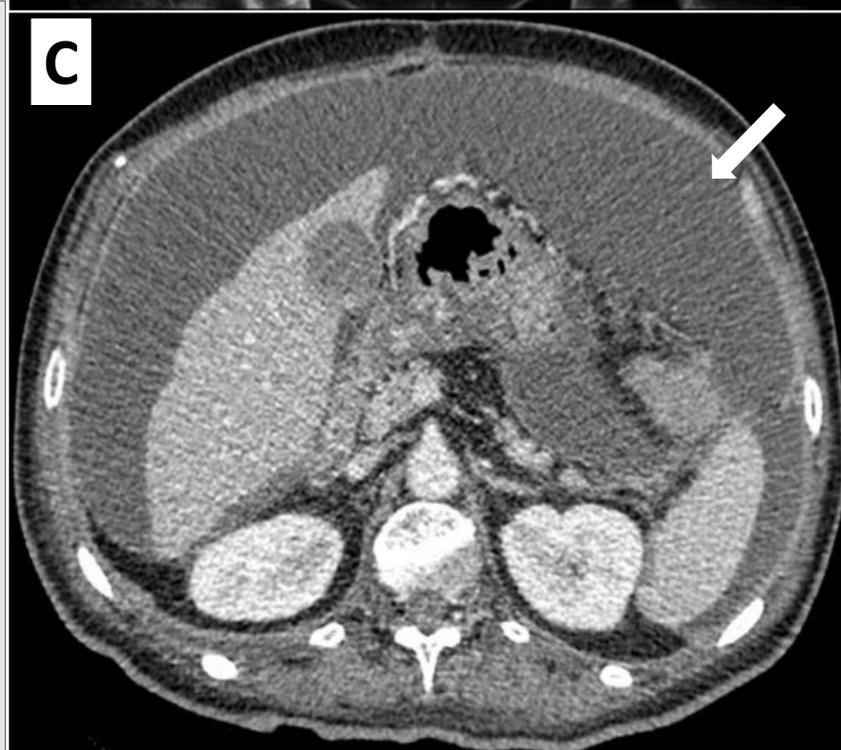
Densidades anormales. Ascitis. A) Aumento difuso de la radiodensidad abdominal por ascitis. B) Rx de control del mismo paciente que en A) realizada 24 horas después, aparentemente normal al realizarse con una técnica diferente (kV alto). C) TC de abdomen del mismo paciente en el que se demuestra la persistencia de ascitis moderada a pesar de la aparente normalidad de la rx de control.
